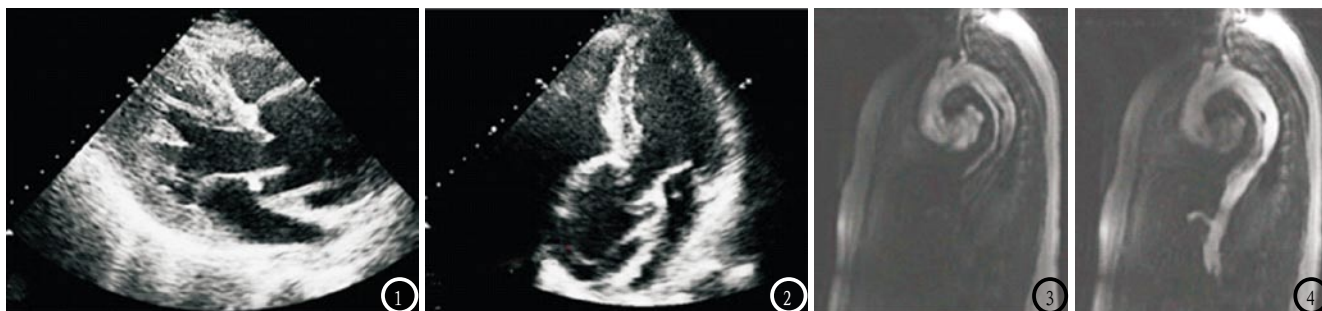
TTE组患者,男,53岁,确诊为DeBakey I型。图1 为胸骨长轴切面,可见主动脉内膜撕裂线性回声;图2 为心尖五腔切面,可见主动脉瓣受累。图3-4: MRI组患者,男,62岁,确诊为DeBakey III型。图3 为延迟8s扫描,可见造影剂优先充盈真腔;图4 为延迟13s扫描,可见造影剂逐步充盈假腔且真腔增强信号渐弱。
